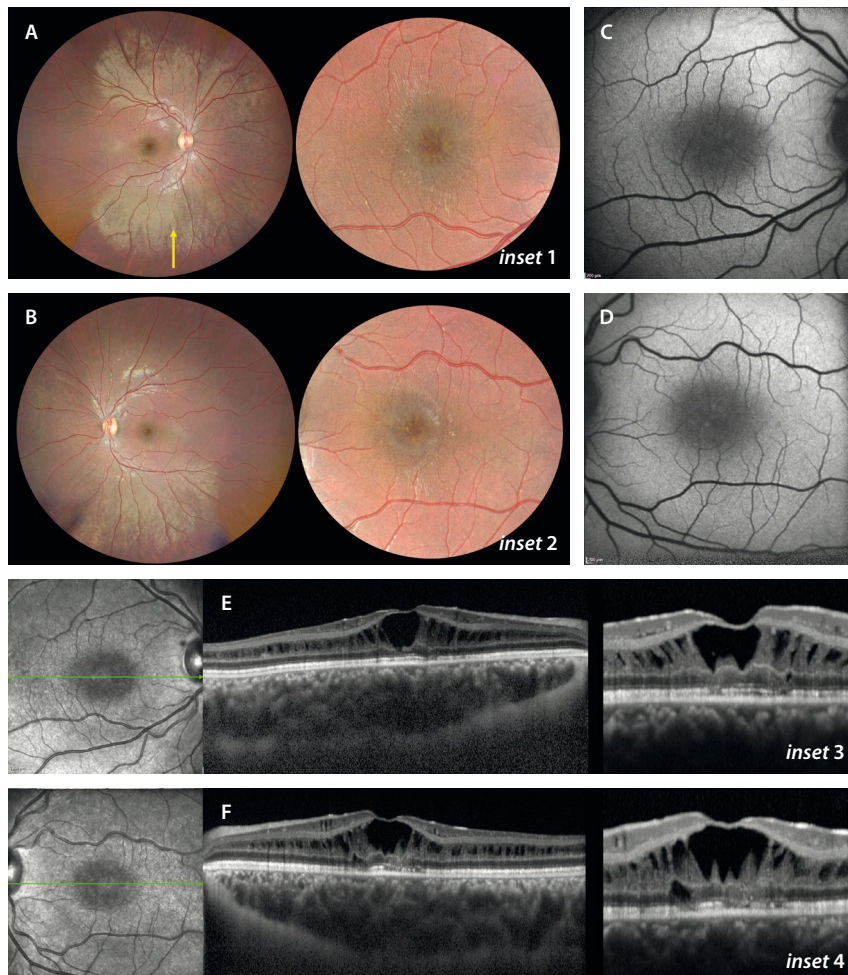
Retinosquiasis juvenil ligada al cromosoma X. Varón de 10 años con mutación del gen *RS1* y agudeza visual de 20/40 en ambos ojos. A y B) La retinografía muestra una mácula con cambio rojizo de coloración y unos espacios cistoides con disposición radial en «rueda de carro» (*inset 1* e *inset 2*). Destaca la presencia de una coloración dorada metálica en la periferia media que corresponde al fenómeno de Mizuo-Nakamura (flecha amarilla). C y D) La autofluorescencia resalta la pérdida de hipoautofluorescencia central, viéndose la esquisis como pequeños cambios isoautofluorescentes-hiperautofluorescentes perifoveales. E y F) La tomografía de coherencia óptica muestra una separación tisular a nivel de la capa nuclear interna, con un cierto respeto de las capas externas (*inset 3* e *inset 4*). Destaca la mayor altura de la esquisis a nivel foveal. La coroides es gruesa, siendo típicamente pacientes hipermétropes.
